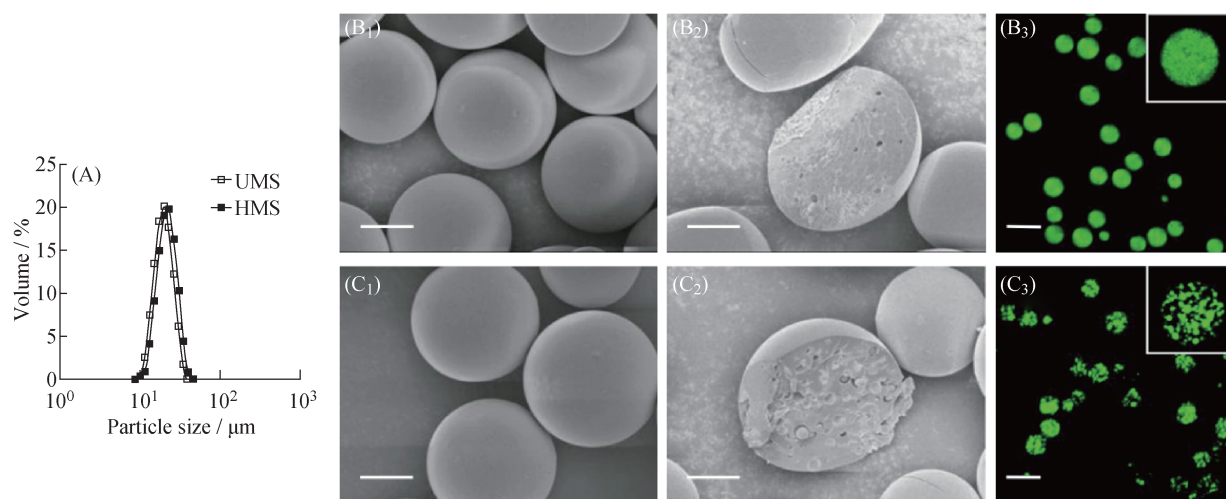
初乳的制备工艺对负载艾塞那肽的PLGA微球性质的影响:(A)超声和高压匀质制备微球的粒径分布;超声(B₁)和高压匀质(C₁)所制备微球的表面形貌,超声(B₂)和高压匀质(C₂)所制备微球的横截面,图中标尺代表10 μm;负载了标记有Super Fluor 488 SE荧光的艾塞那肽超声法微球(B₃)和高压匀质法微球(C₃)的共聚焦显微镜图,图中标尺代表50 μm。超声处理初乳制备的PLGA微球内部有小孔且结构致密;高压匀质处理初乳制备的PLGA微球内部有大孔且结构相对松散^[51]
